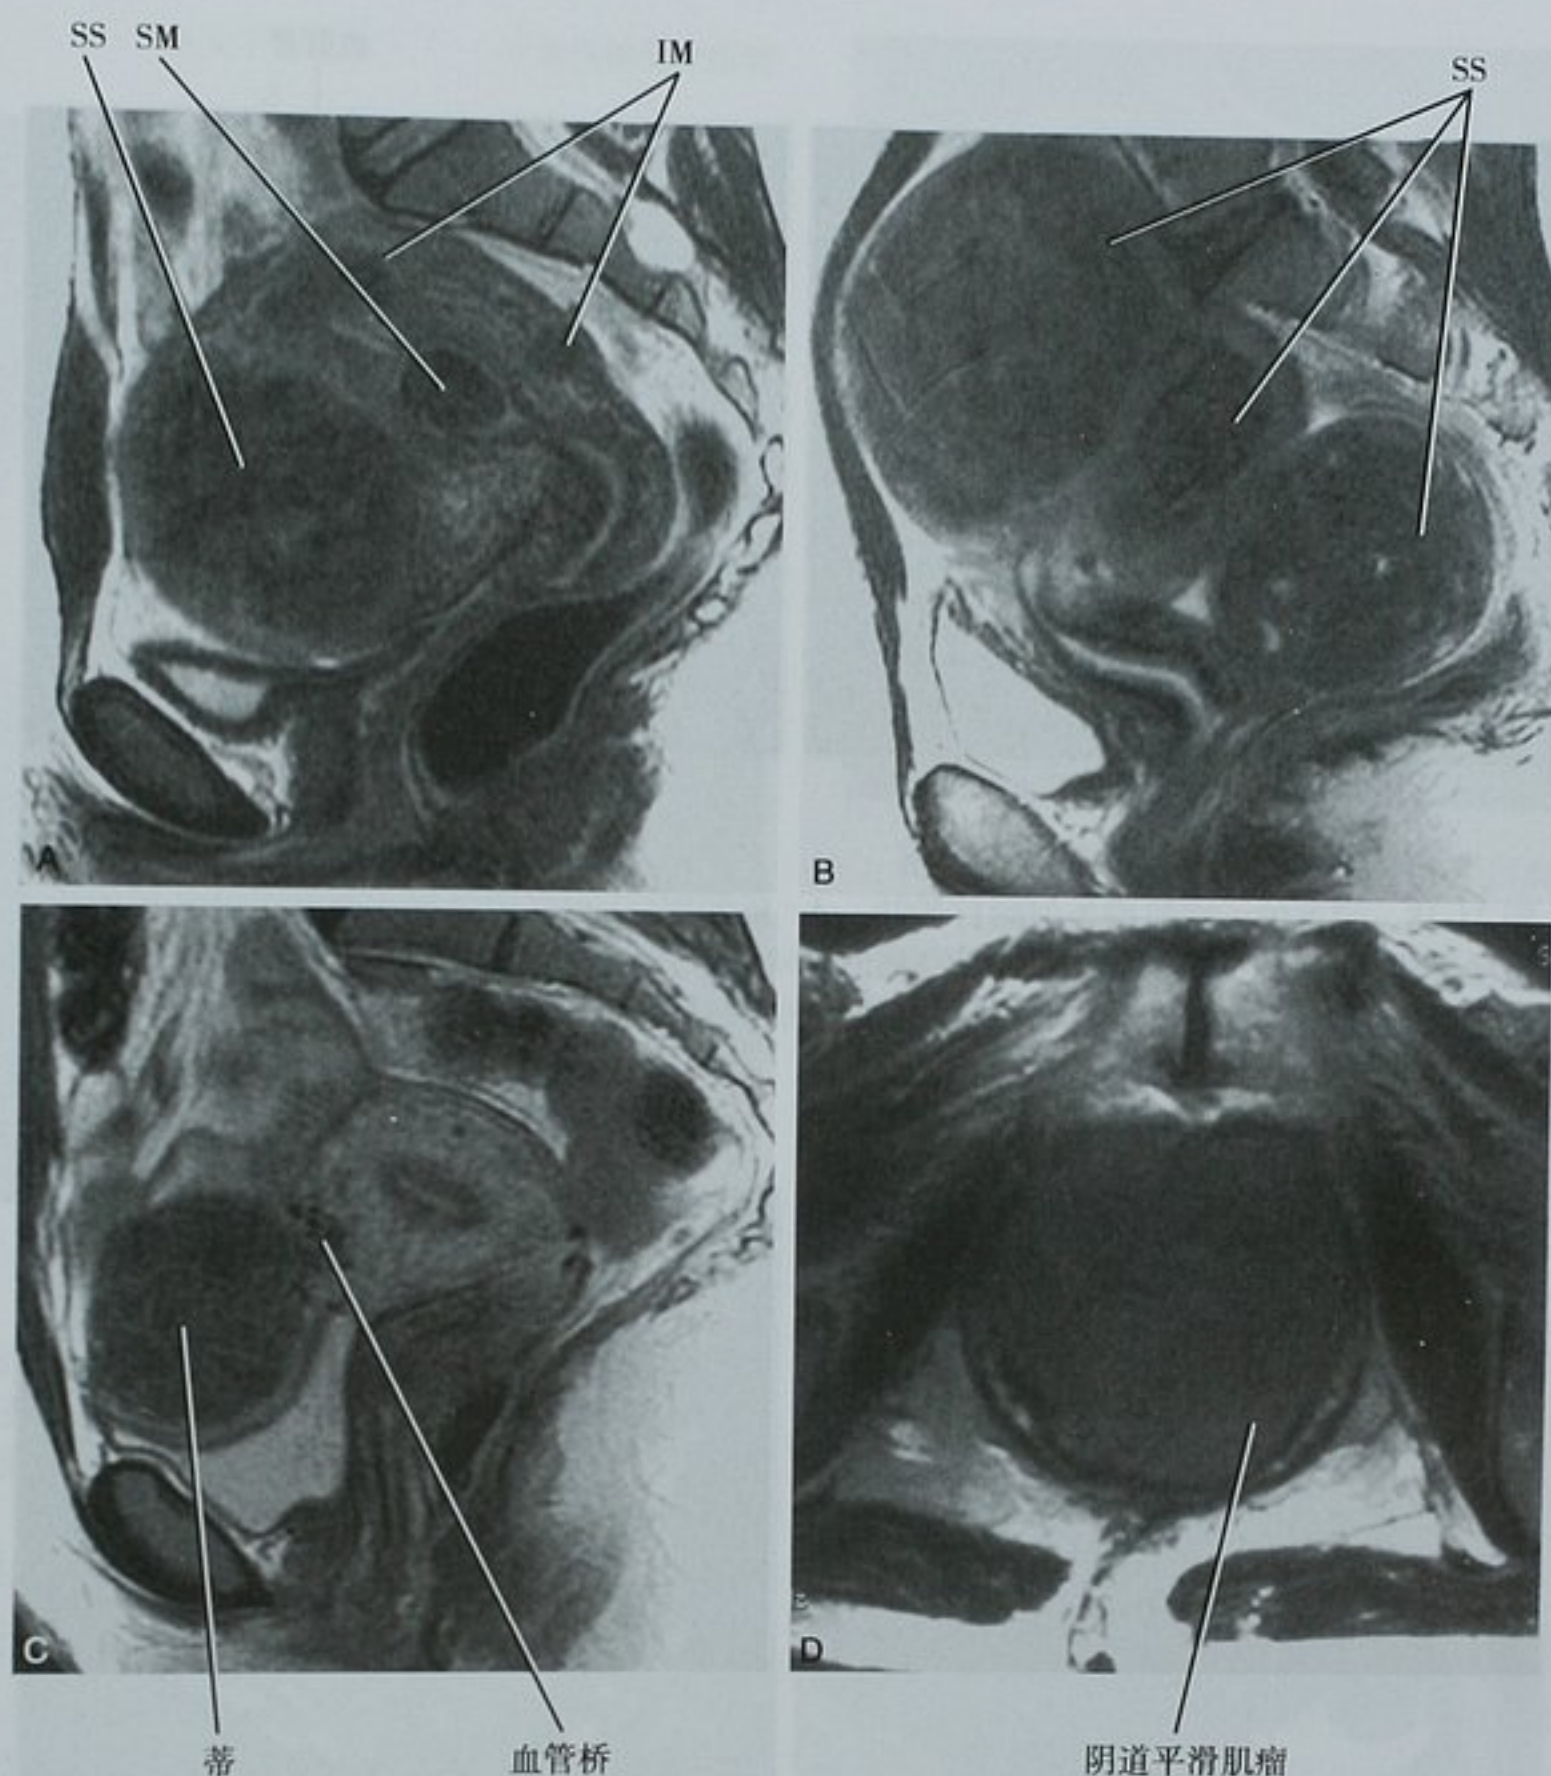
根据 MRI T2WI 图像上的部位对子宫肌瘤分类。A. 矢状位影像显示黏膜下 (SM)、浆膜下 (SS) 和肌层内 (IM) 的子宫肌瘤; B. 矢状位图像显示多发浆膜下子宫肌瘤; C. 矢状位图像显示带蒂的浆膜下子宫肌瘤伴桥血管征; D. 会阴部横断面图像显示阴道的平滑肌瘤
